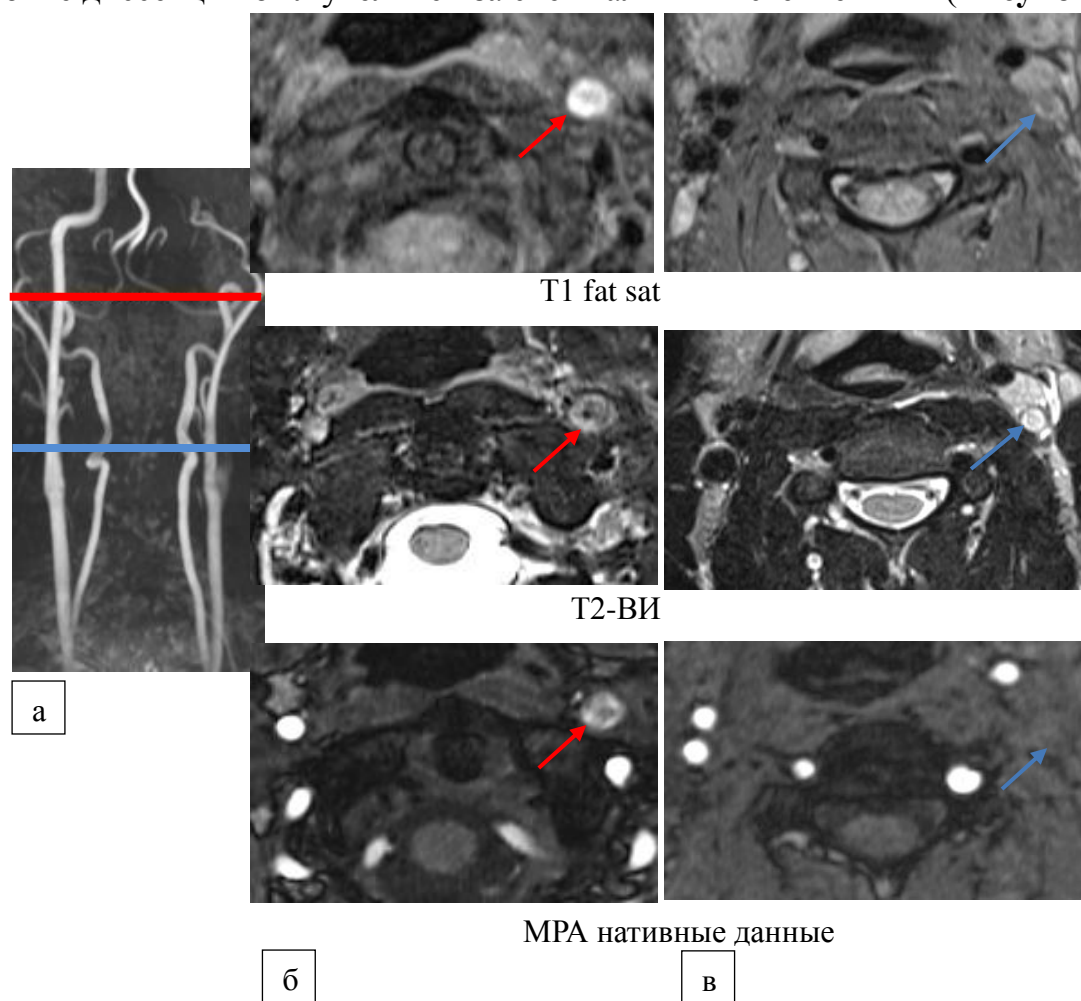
Диссекция левой ВСА с нисходящим тромбозом (7 день заболевания): а) МРТ 3D-TOF: нет сигнала от левой ВСА на прекраниальном уровне. Красная линия обозначает уровень диссекции, синяя – уровень внутрисосудистого тромбоза; б) МРТ шеи аксиальная проекция, прекраниальный уровень Рисунок 4 а. Красные стрелки – ИМГ, диаметр артерии увеличен; в) МРТ аксиальная проекция, экстракраниальный уровень Рисунок 4 а. Синие стрелки показывают тромб, диаметр артерии нормальный.
